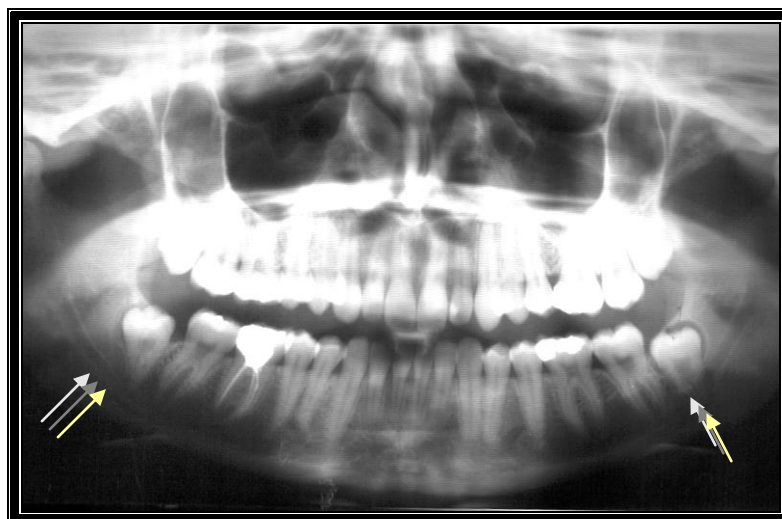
Ortopantomografía en donde se observa la relación ápice – conducto dentario inferior bilateral, siendo más notorio en 38 (tercer molar inferior izquierdo)
